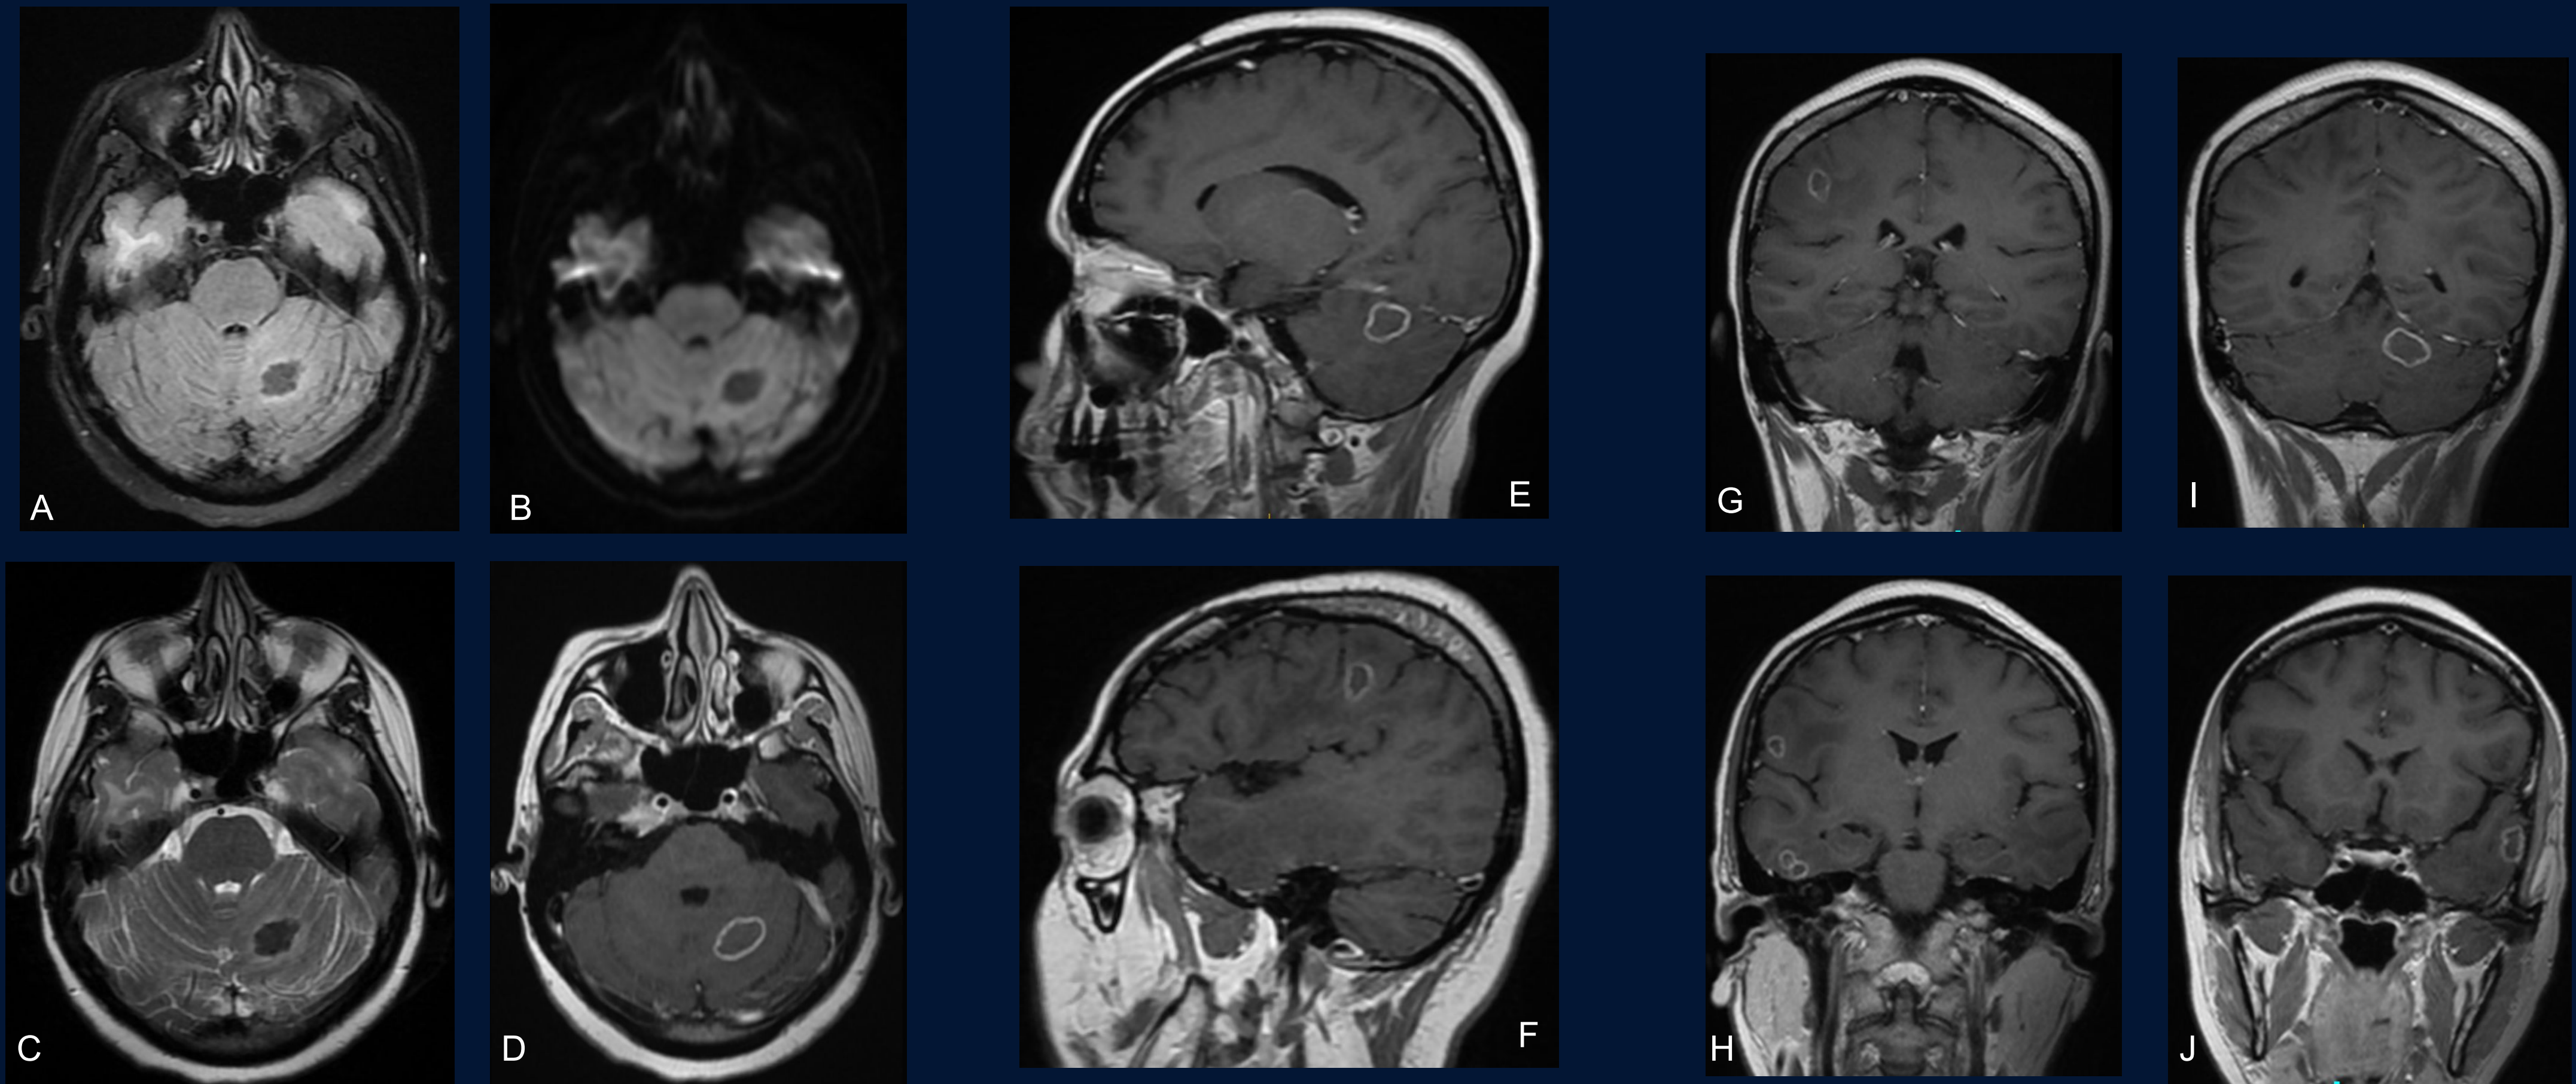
Serie de imágenes de RMN, en diferentes cortes y secuencias. En los cortes axiales: la secuencia FLAIR (A) no revela hiposeñal en las lesiones, y la secuencia DWI (B) no evidencia restricción. En T2 (C), las lesiones se presentan hipointensas. Las imágenes post-contraste en cortes axial (D), sagitales (E y F), y coronales (G - H) muestran las lesiones rodeadas por un característico realce anular periférico, típico de los granulomas caseificantes.
